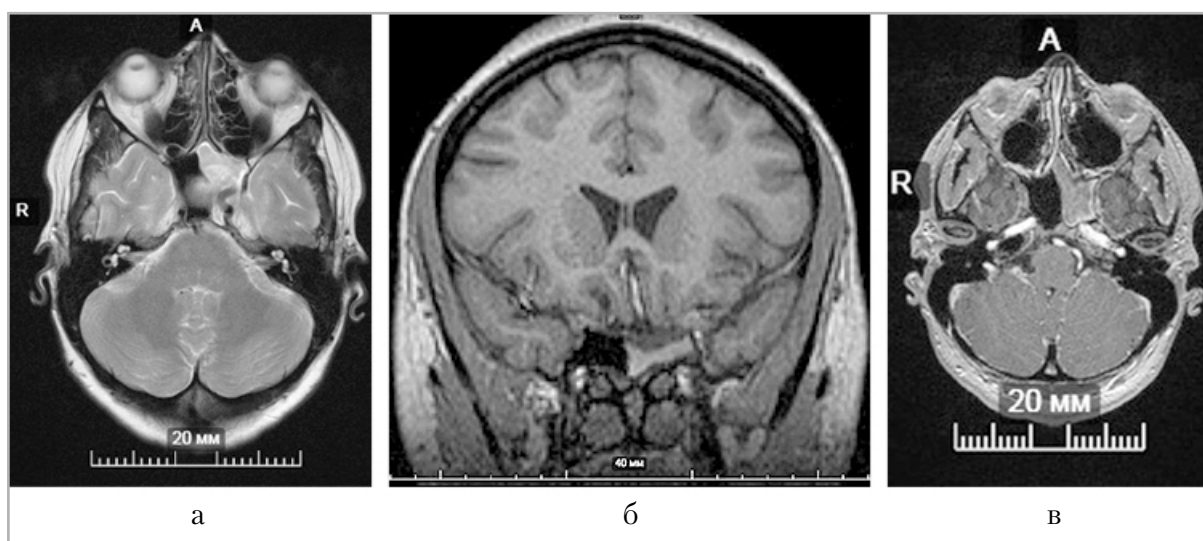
Магнитно-резонансные томограммы. Тотальное заполнение клиновидной пазухи слева неоднородным гипоинтенсивным в T2-ВИ (*а*), изоинтенсивным в T1-ВИ содержимым (*б*), T1-ВИ с контрастированием — содержимое не накапливает контрастное средство, окружающая слизистая оболочка пазухи интенсивно контрастируется в виде «ободка» (*в*)
